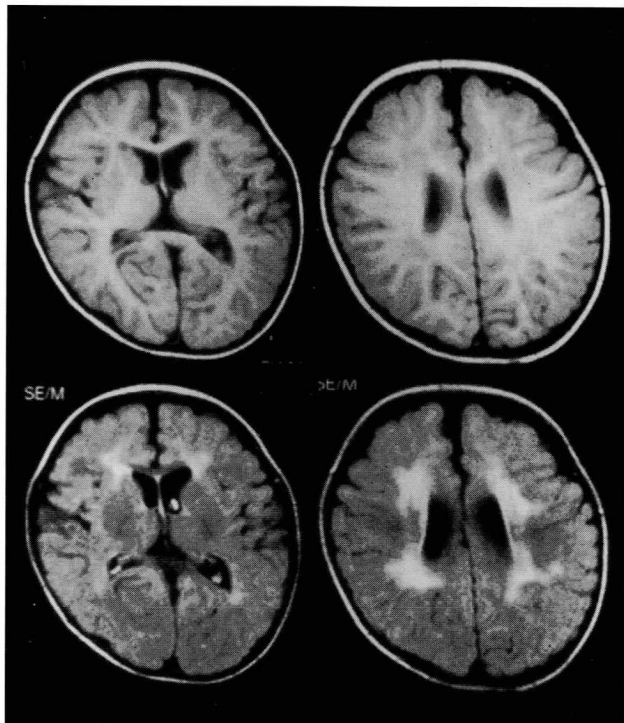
MR imaging of case 3 at 15 months of age. Symmetric low intensity on T1-weighted (the upper line) and high intensity on T2-weighted (the lower line) sequences in the cerebral white matter.
